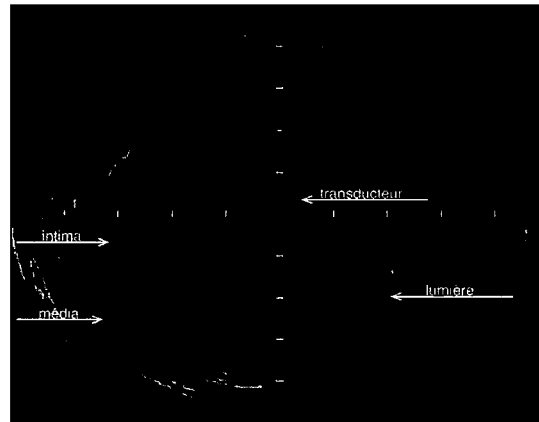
Image intravasculaire ultrasonore
